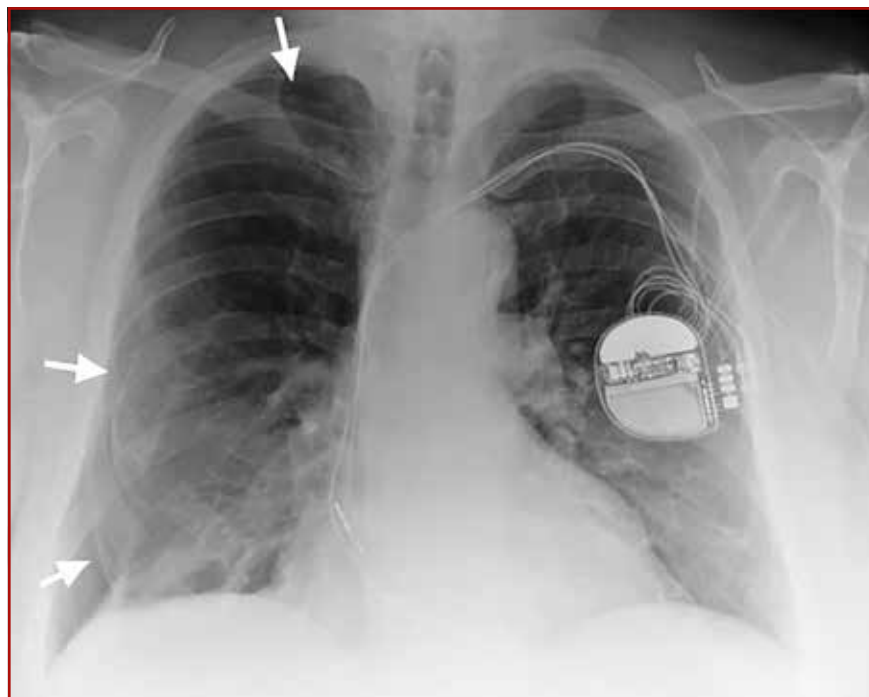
Radiographie thoracique de face debout. Contrôle à J1 de la pose de pacemaker. Pneumothorax droit complet (flèches : décollement pleural droit).
